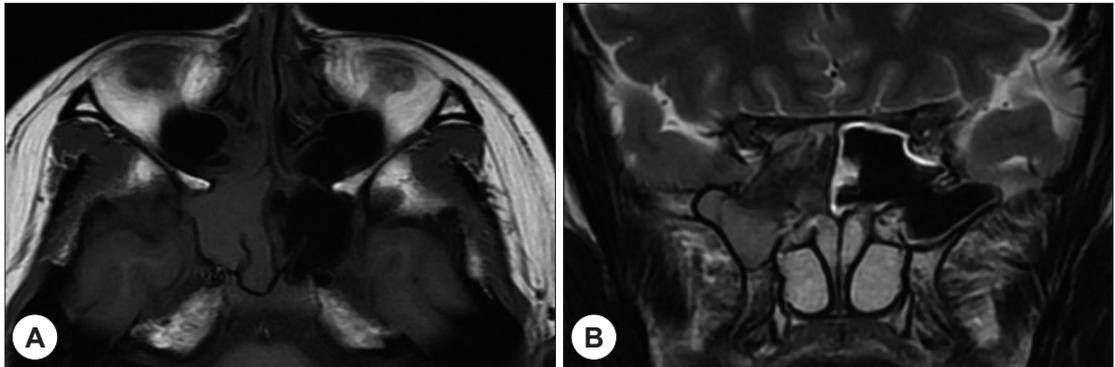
Soft tissue of the right sphenoid sinus showed a low signal intensity on the axial T1-weighted MRI (A) and a low to intermediate signal intensity on the coronal T2-weighted MRI (B).
